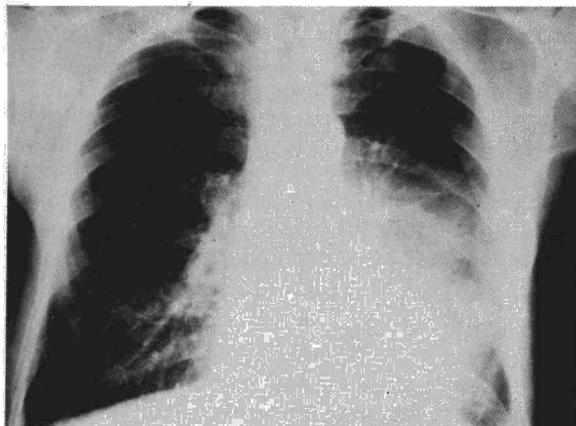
Radiografía posteroanterior de tórax con condensación alveolar en pulmón izquierdo, correspondiente al paciente n.º 2.
